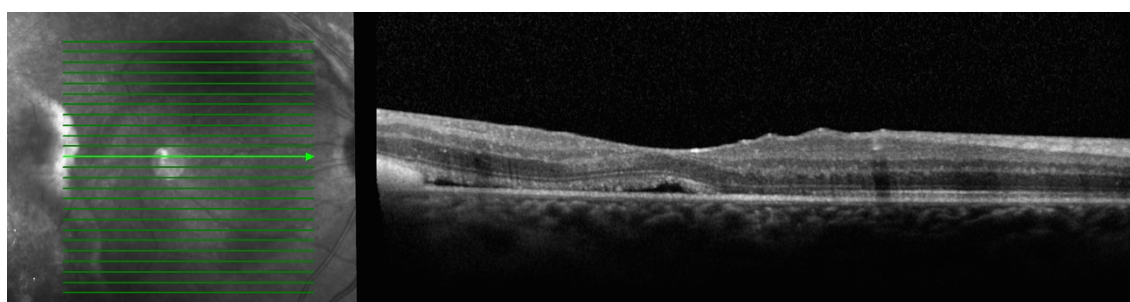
Tomografia de coerência ótica do olho direito às 4 semanas de seguimento e 6ª injeção intravítrea de foscarnet. Descolamento neurosensorial temporal evidenciando melhoria do componente exsudativo subretiniano.
